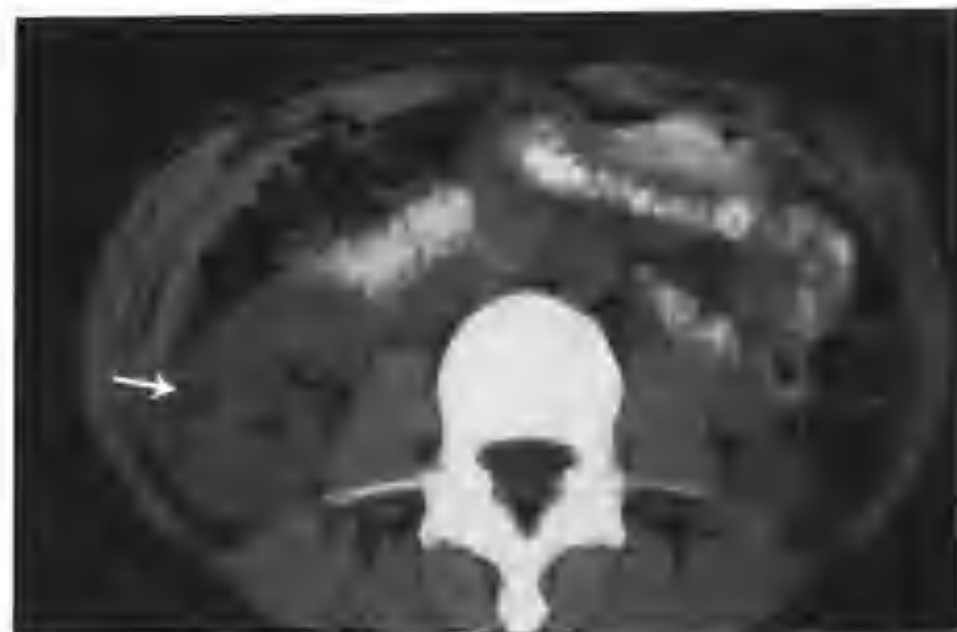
右肾小错构瘤 (CT 平扫右肾中极见一个 $2.5\text{cm} \times 2.5\text{cm}$ 的等低混杂密度病灶，低密度区 CT 值 $-9 \sim +4\text{HU}$ (箭头))
